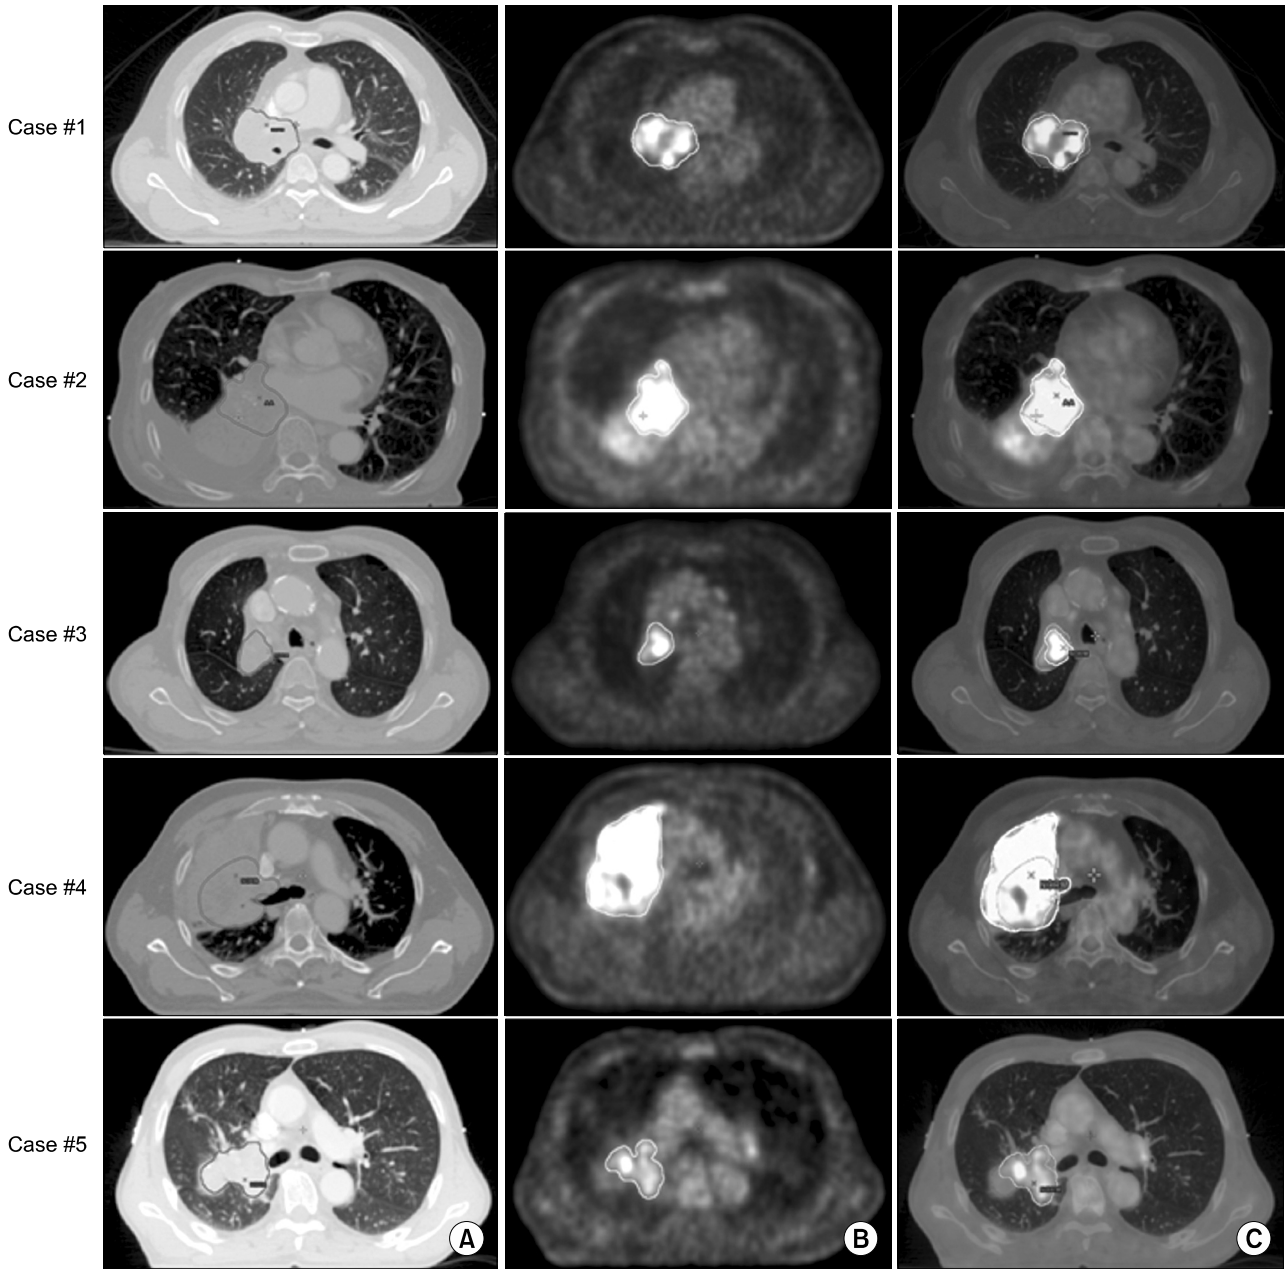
Transverse images for the case of 5 patients with atelectasis and pneumonitis. (A) Gross target volume of CT image. (B) Gross target volume of PET image. (C) Gross target volume of the fusion CT and PET image.
